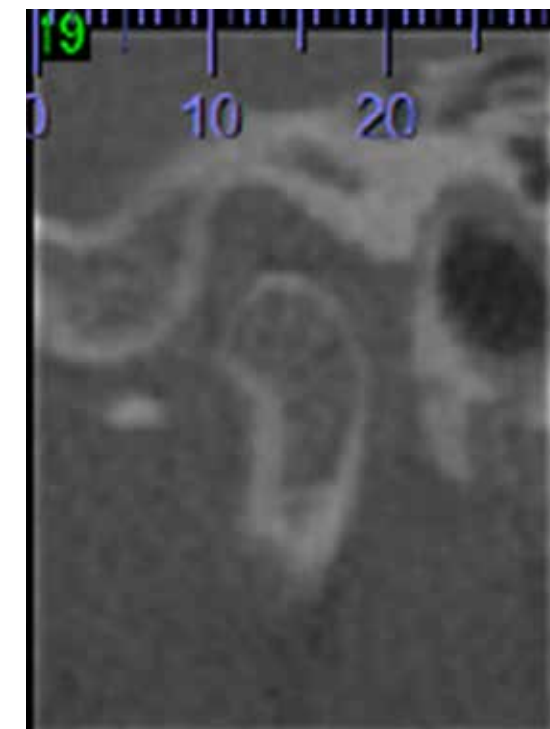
Imagem hiperdensa próximo da cabeça da mandíbula compatível com condromatose sinovial, diagnosticada em tomografia computadorizada volumétrica. [Imagem cedida pelo Professor Doutor Maurício Barriviera.]
